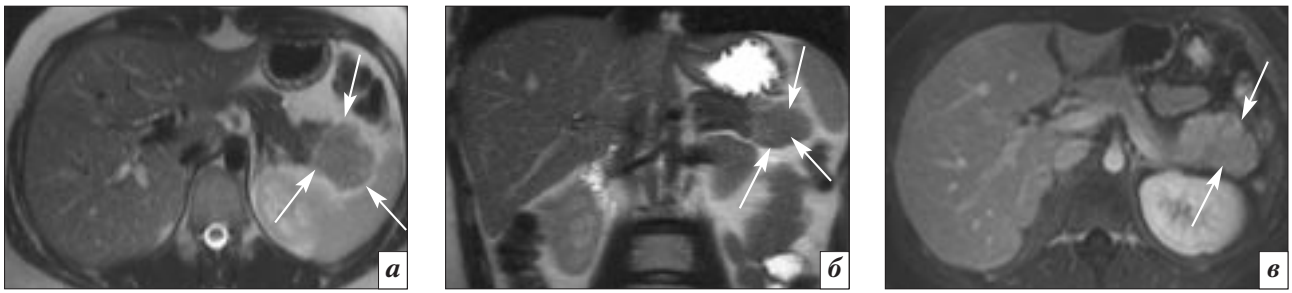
Аксиальные и коронарные МР-томограммы абдоминальной области пациентки 20 лет с АИП (IgG4 negative) (собственное наблюдение): Т2-томограммы: аксиальная (а) и коронарная (б) проекции: локальное (узловое) утолщение хвоста ПЖ (стрелки), участок утолщения – с довольно четкими, волнистыми контурами, однородной внутренней структурой несколько повышенной интенсивности отображения, окружающая парапанкреатическая жировая клетчатка не изменена (прозрачна); Т1-томограммы (с внутривенным контрастированием): в – венозная фаза в аксиальной проекции, неравномерное (пятнистое) «усиление» пораженного участка паренхимы ПЖ (стрелки), з – отсроченная фаза в коронарной проекции, выраженное периферическое (кольцевидное) «усиление» в пораженном участке железы – по типу «ободка» (головки стрелок)
